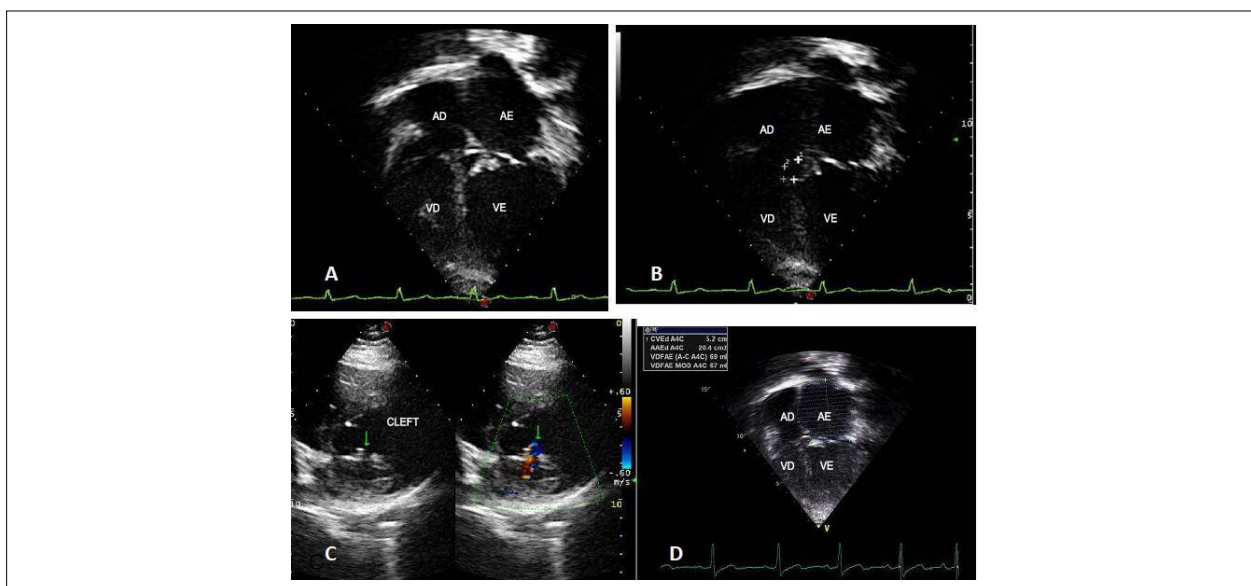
Ecocardiograma salienta no plano apical de 4 câmaras o aumento do átrio esquerdo decorrente da insuficiência discreta da valva atrioventricular à esquerda por cleft em C. As demais cavidades se mostram normais por fechamento da comunicação interventricular de via de entrada e da comunicação interatrial por tecidos valvares, em A, B e D.
